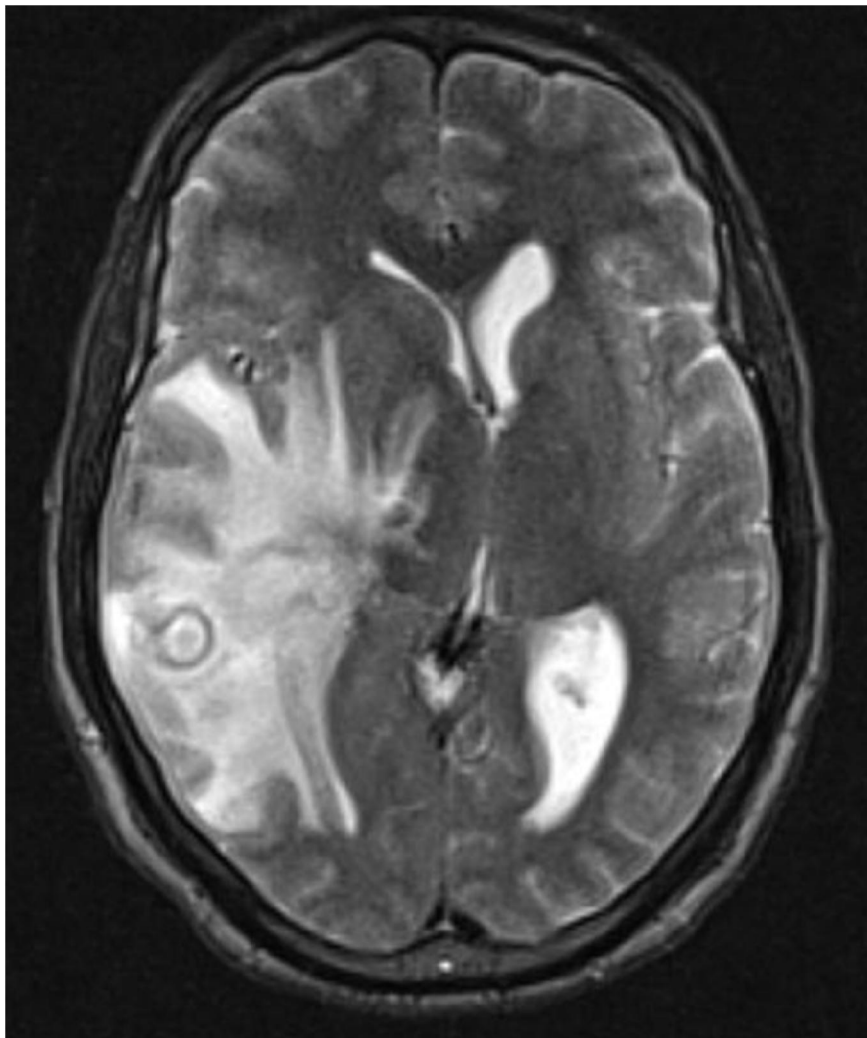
RMN de cráneo. Ponderación T2.
